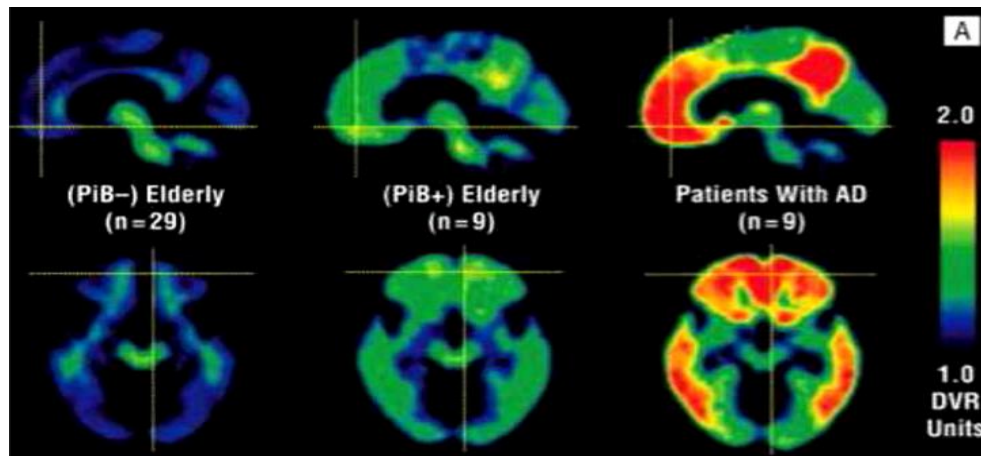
Niveles de A β , medidos por PiB-PET. Se observa una retención inespecífica a nivel de la materia blanca, en lóbulo temporal y frontal. Tomada de Aizenstein, H.J., et al, 2008⁴⁵.
